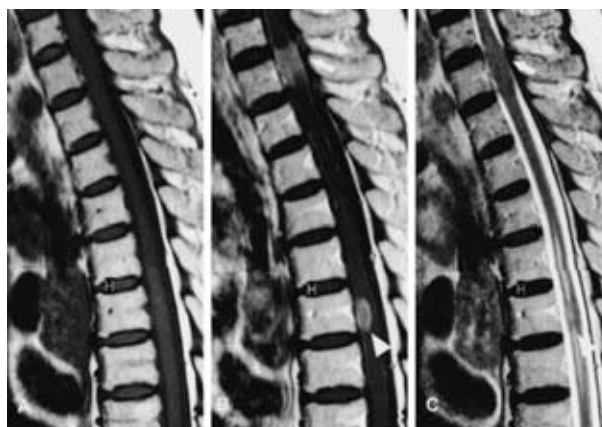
Case 2: Thoracic sagittal MRI shows enlargement of the spinal cord at the Th-1 level ( arrow ) and intramedullary nodule at the Th-6 ( arrow head ) as an isointense signal on T1 ( A ) and T2 ( C )-weighted MRI, which is Gd-enhanced ( B ) The noncontrast-enhanced T1-weighted image appears normal ( A )
